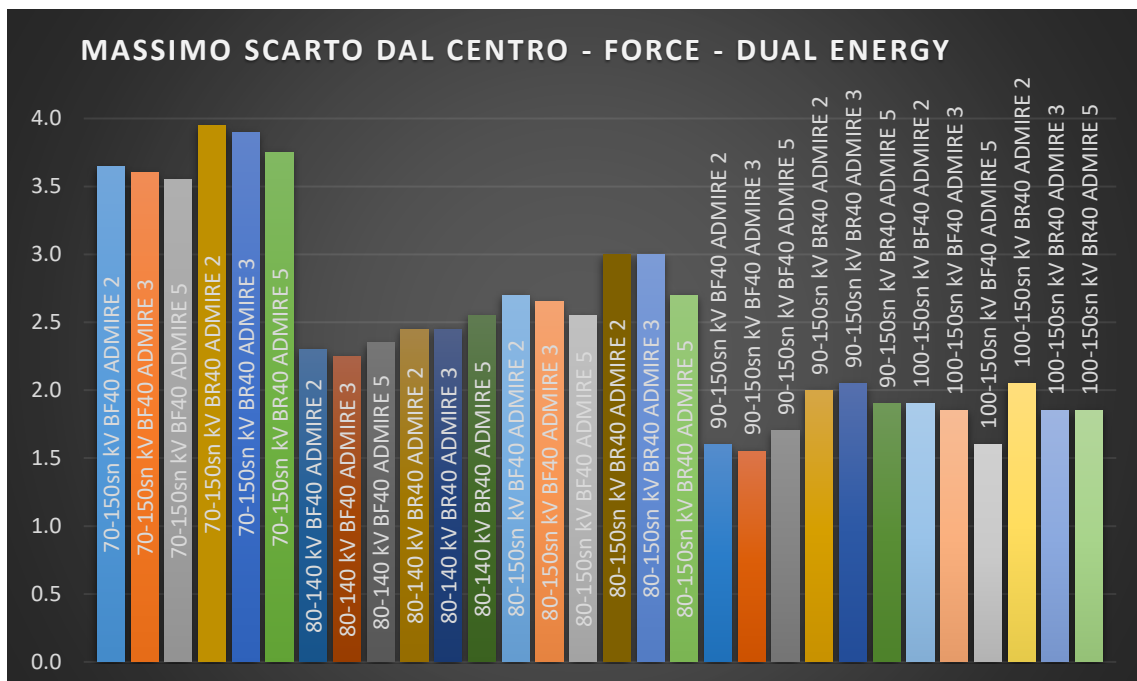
MASSIMO SCARTO AL VARIARE DI ADMIRE E DELLE ENERGIE IN CT FORCE, ACQUISIZIONE IN DUAL ENERGY
